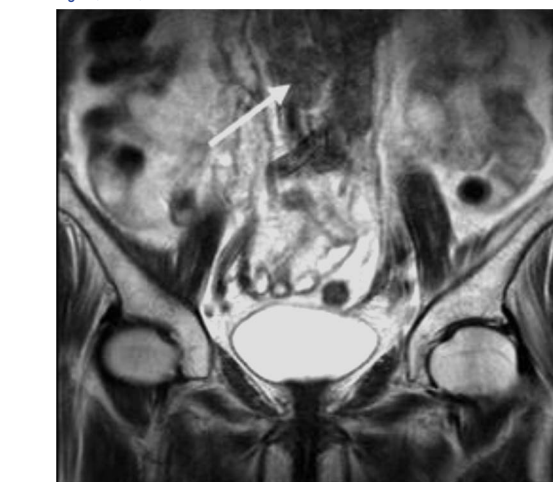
МРТ брюшной полости во фронтальной плоскости (T2-взвешенное изображение). Конгломерат увеличенных (> 5 см) лимфатических узлов в парааортальной области справа (стрелка).
